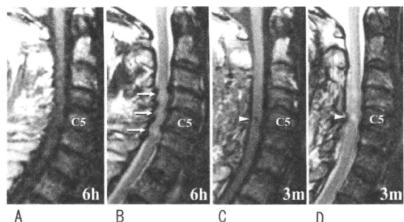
MRI診断でT1低信号/T2高信号の改善不良例
